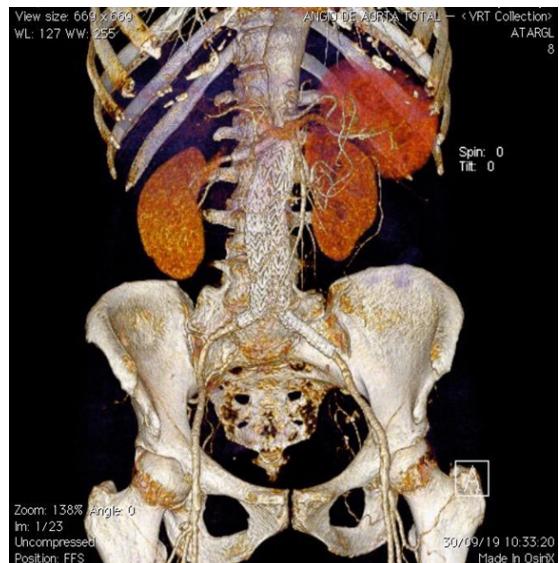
Angiotomografia de controle com 30 dias mostrando endoprótese e stents de artérias renais bem-posicionados, sem fraturas e sem vazamentos.
